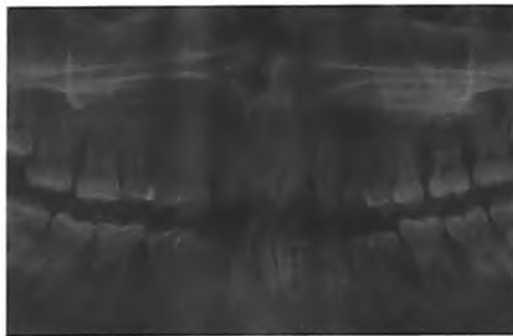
Рентгенологически выявлена максимальная резорбция костной ткани в области первых моляров и резцов
